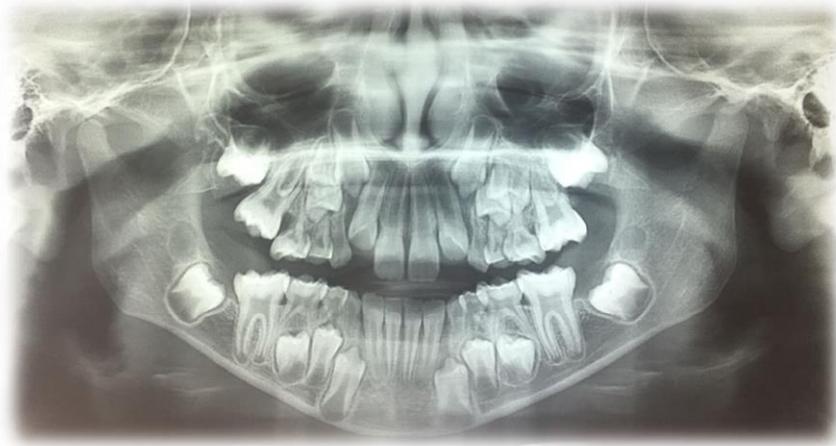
Radiografia panorâmica sem lesão três anos antes da lesão ser sintomática (26/07/2014)
